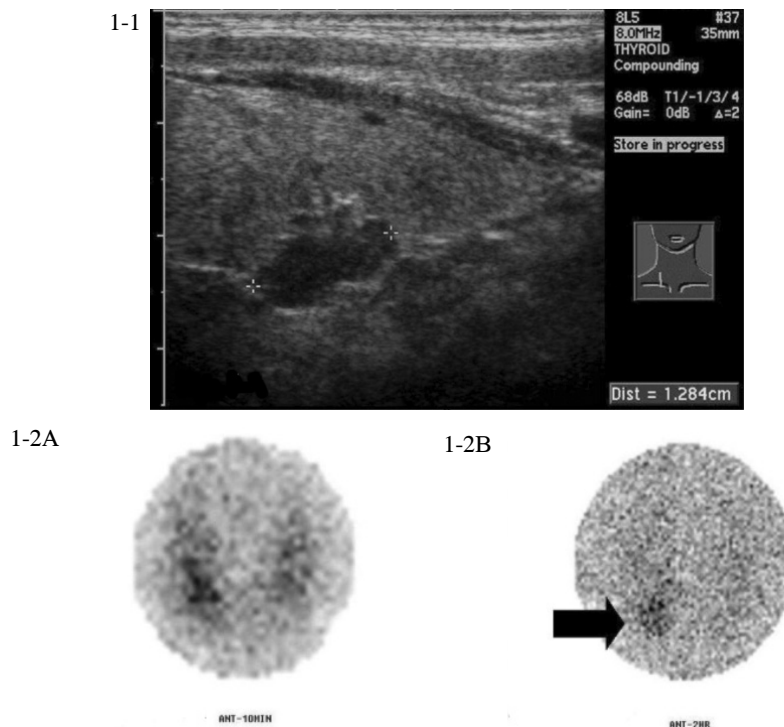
Thyroid sonography finding showed 1.3×0.85 cm sized heterogenous low echogenic mass in the lower pole of right thyroid lobe.
